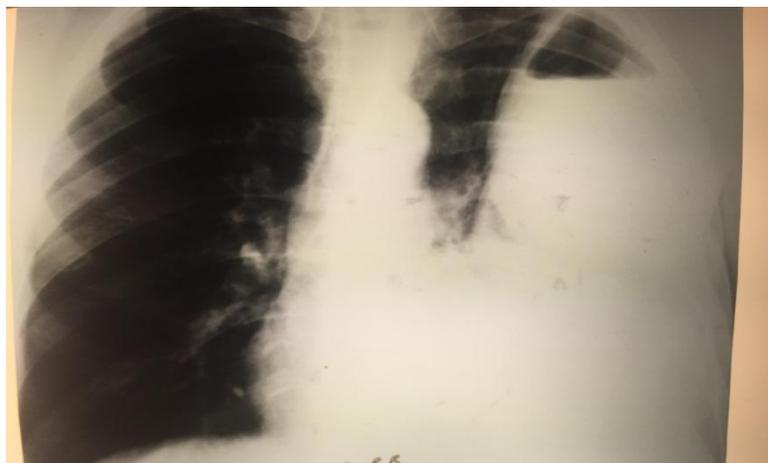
Рентгенограмма при поступлении больного
